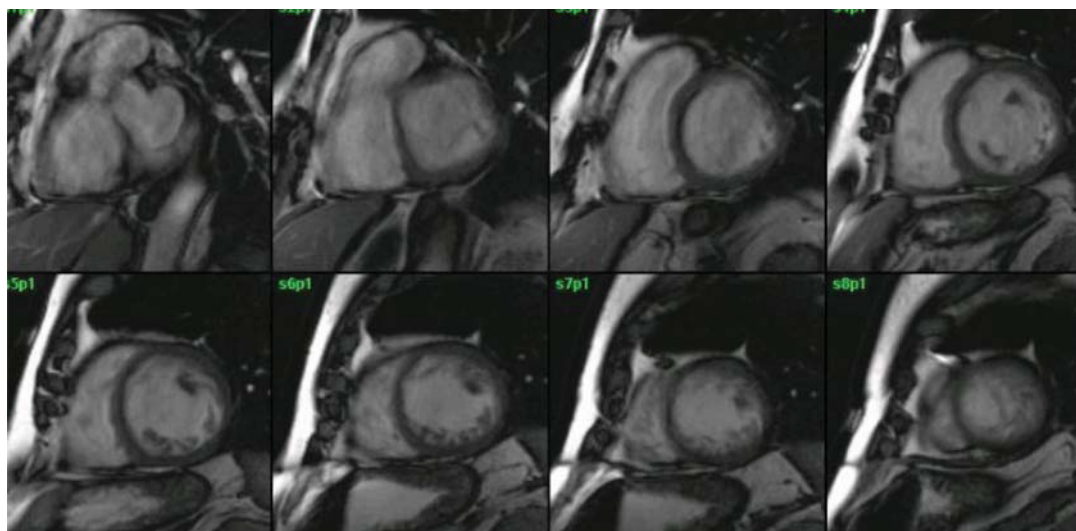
RMN cardíaca de um dos doentes com miocardiopatia não compactada. Eixo curto, sequência dinâmica b-SSFP (FIESTA Gated).
